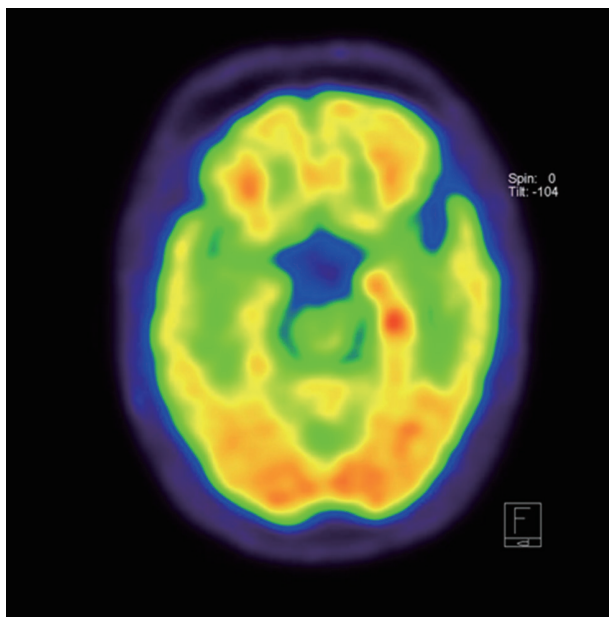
Brain FDG PET shows increased FDG uptake in the both medial temporal lobes, which is much worse on the left side.
